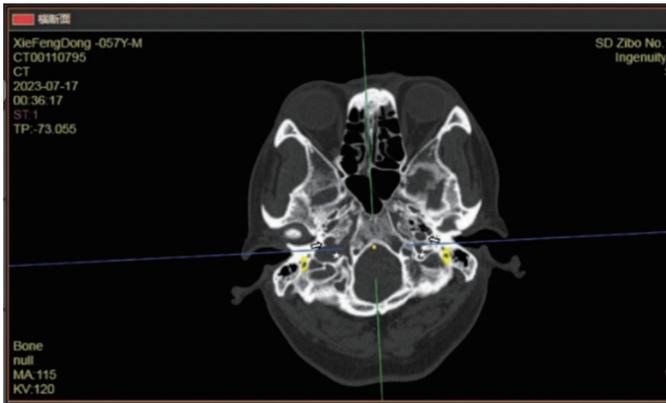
CT下经完骨穴穿刺方向(蓝线为双外耳道连线,黄色标记为茎乳孔,△为颈内动脉孔,★为颈内静脉孔)
